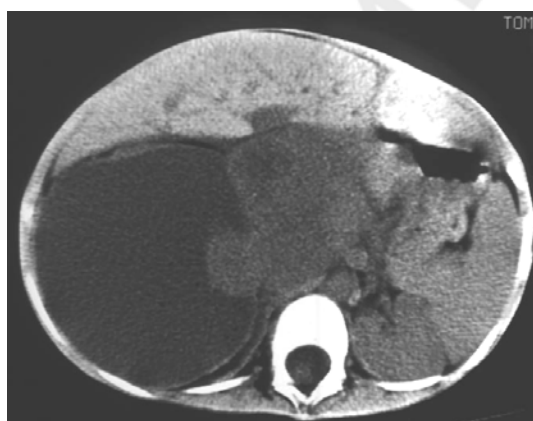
КТ кистозно-солидной нефробластомы справа со смещением аорты
